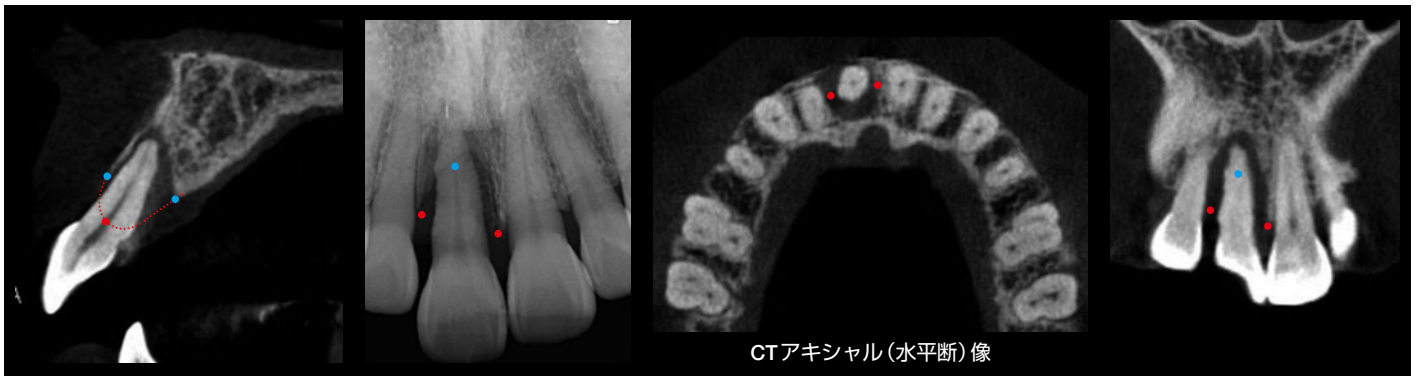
CT像およびデンタルX線像からイメージできる骨のハウジング。青点が現在の唇側と口蓋側の骨の位置で、赤点が近遠心の骨の位置である。これらの点を結んだ自然な形態をイメージしたものが骨のハウジング(赤点線)となる。
